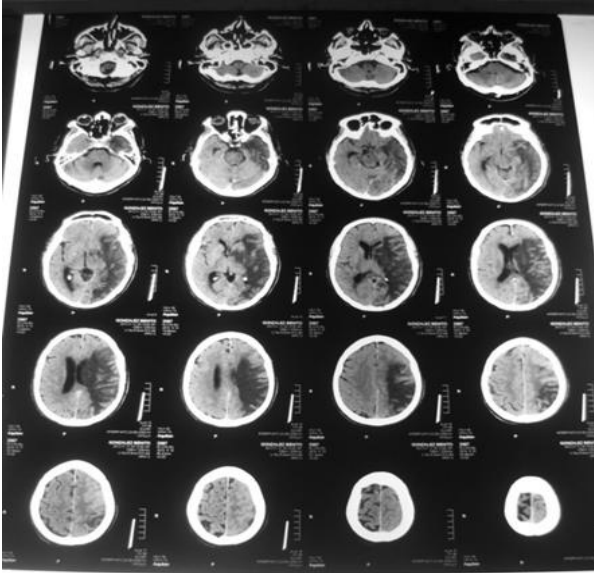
TAC de Cráneo a las 48 horas.
